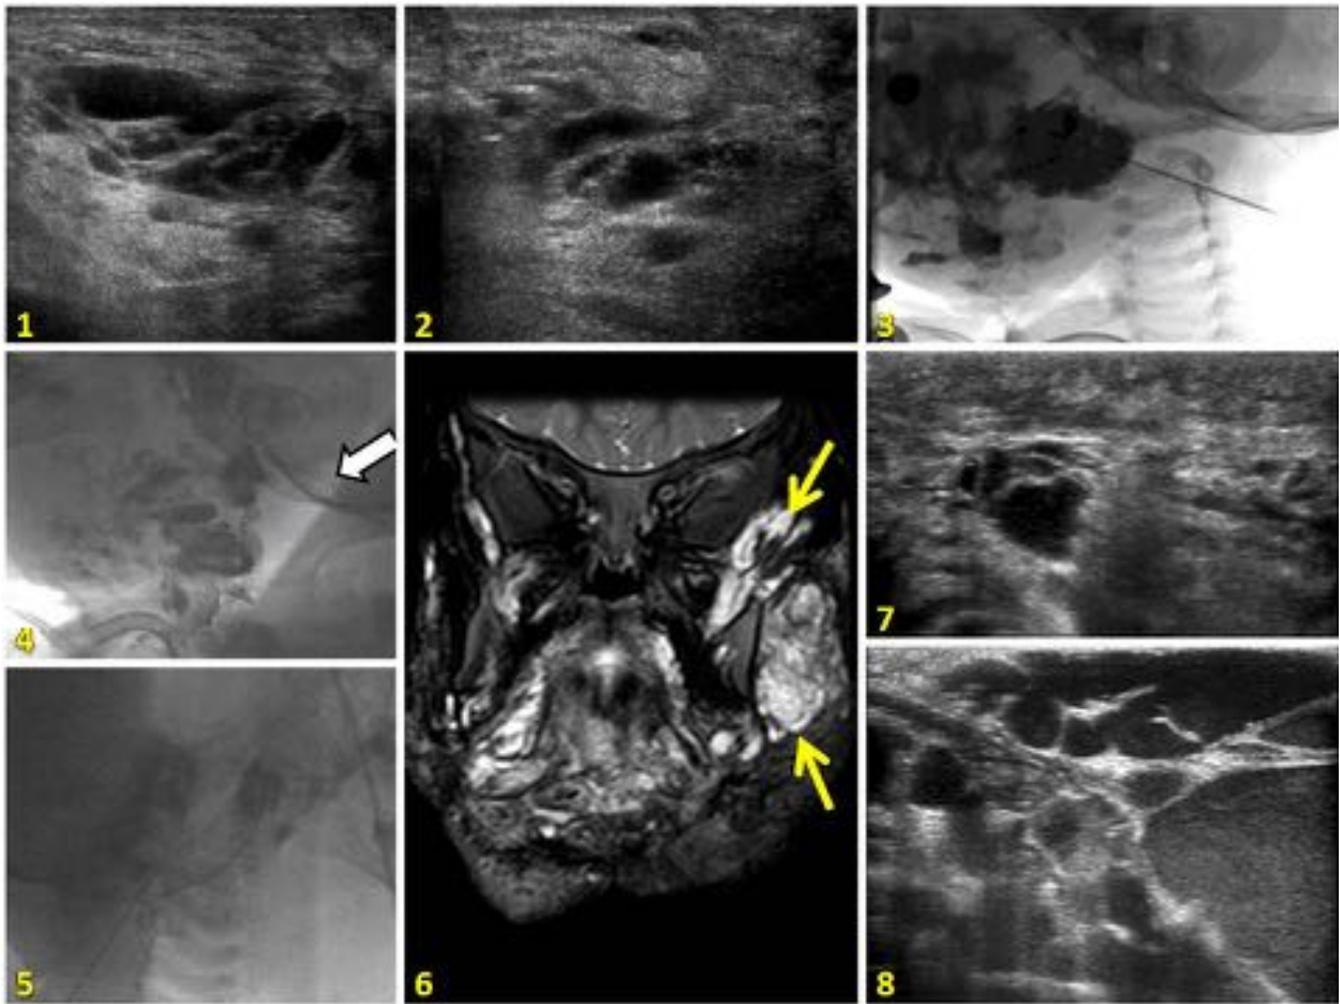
Niño de 1 año de edad con linfangioma macroquístico cervical multiloculado. (1,2): Ecografía preintervención. Quistografía (3) que define su extensión posterior submandibular. Quistografías a los 12 (4) y 15 meses (5) en sesiones con OK432, que muestran una resolución parcial. (6) RM T2WI FS en plano coronal muestra persistencia de quistes en espacio masticador (flecha) (7,8) Ecografía de control tras 8 sesiones de OK432 y última sesión de terapia dual, con mejores resultados.
